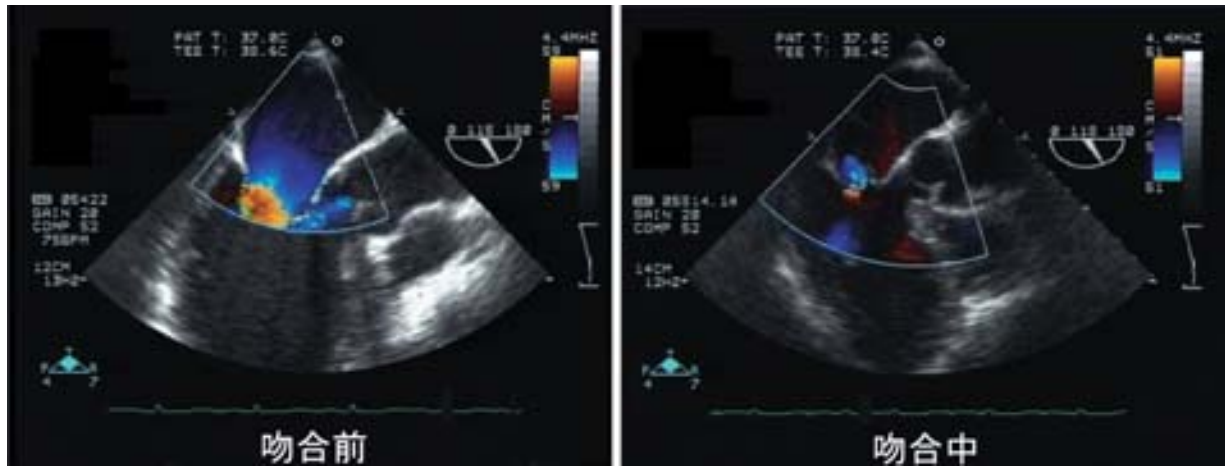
経食道エコーで認められた鈍緑枝吻合時の僧房弁閉鎖不全
